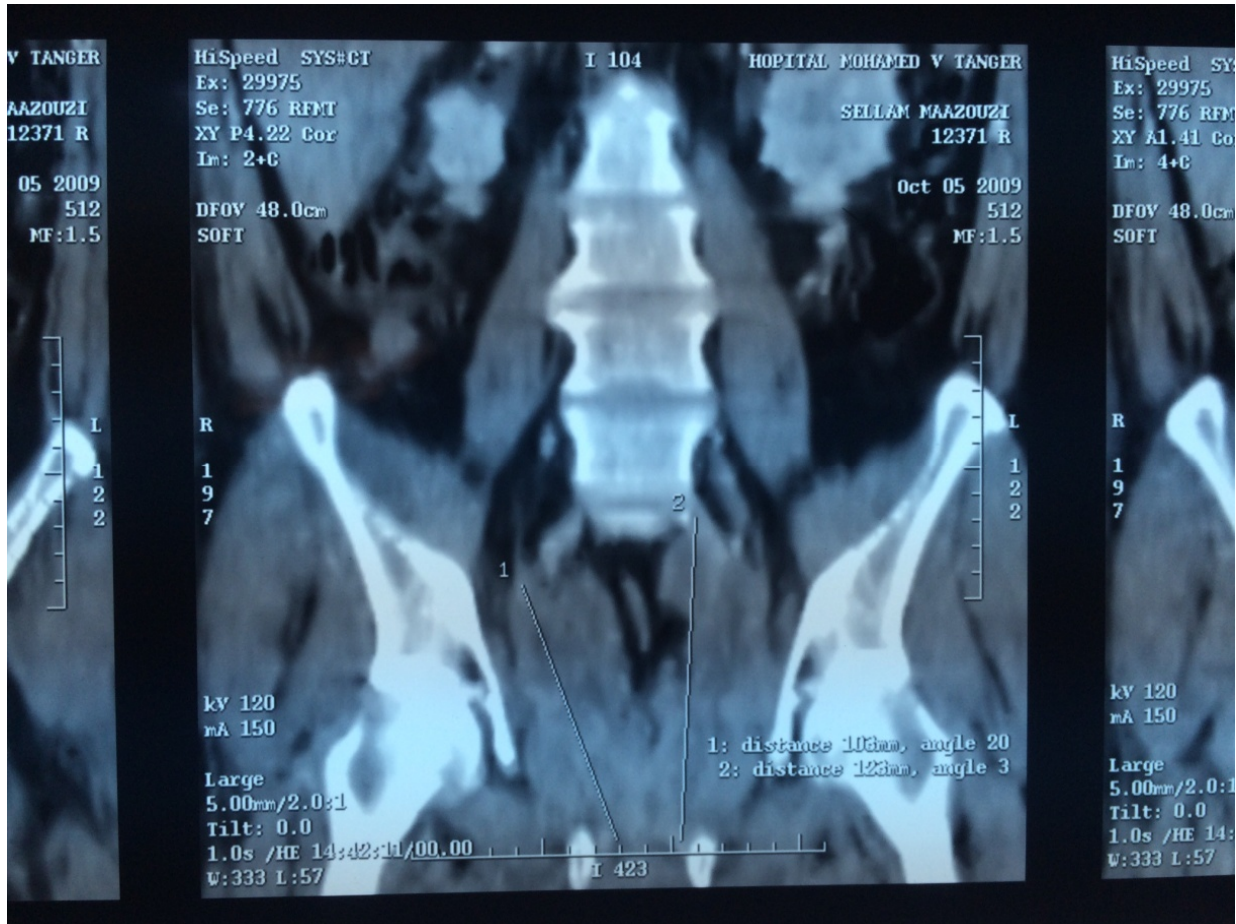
TDM pelvienne, coupe frontale montrant 1.2.multiples adénopathies lombo-aortiques réalisant deux masses iléo-obturatrices
